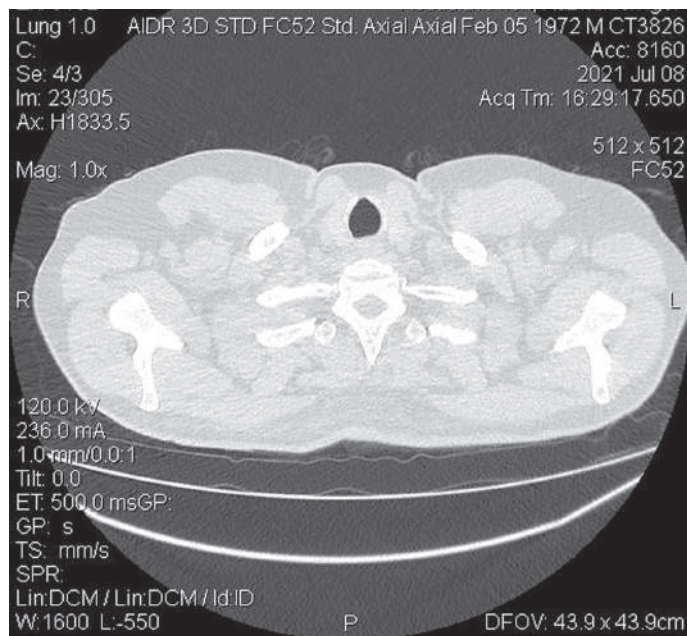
КТ органов грудной клетки пациента К., 49 лет. Множественные очаги консолидации в легких. КТ-3
